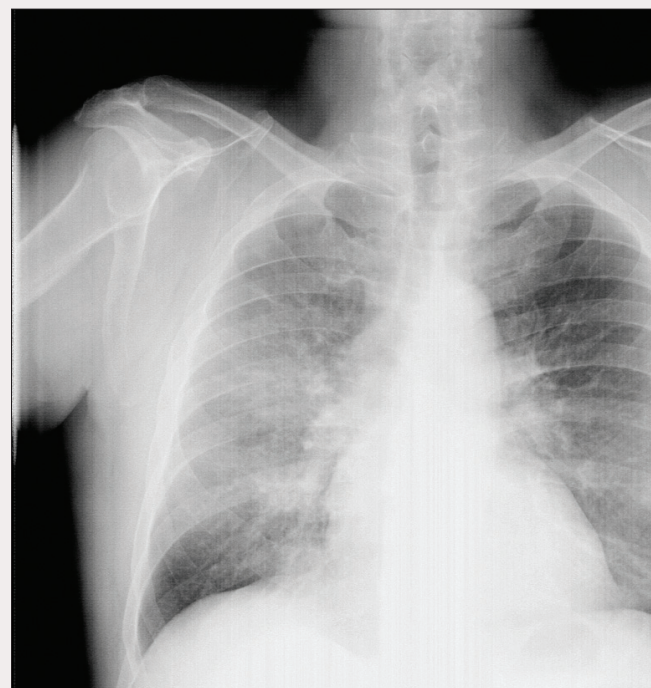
Рентгенограма ОГК пацієнта П. на момент госпіталізації (20.02.2012)
